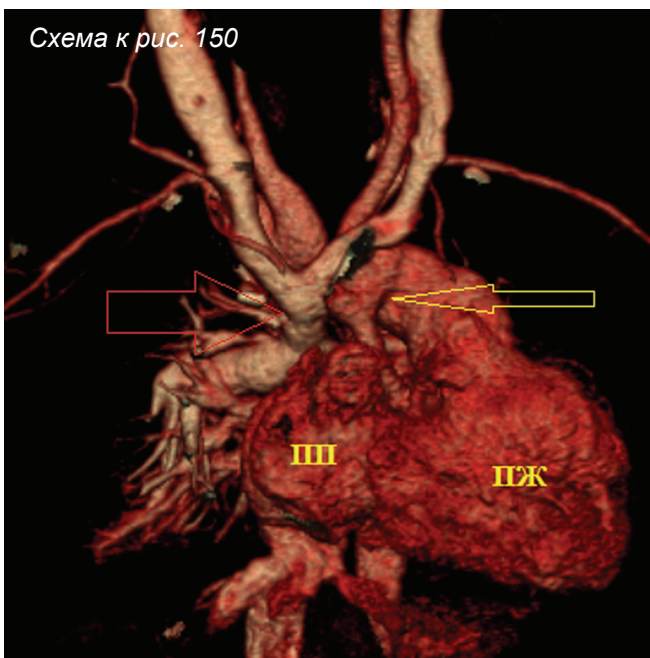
КТ-ангиография, объемные реконструкции. СГЛС
